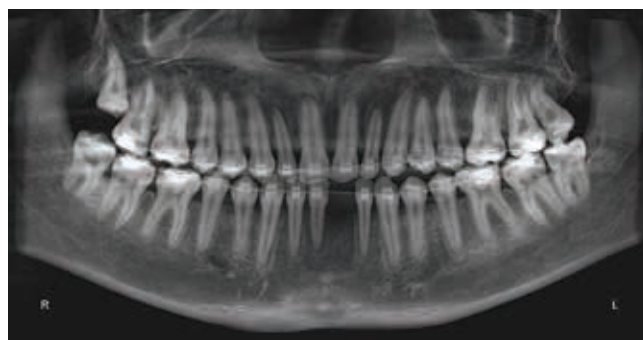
Панорамное окно, полученное из конусно-лучевой компьютерной томографии
